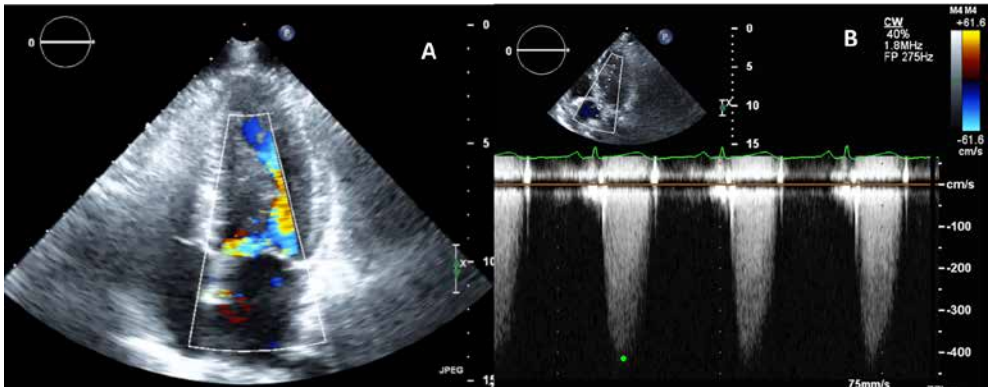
Obstrucción severa en tracto de salida de ventrículo izquierdo (TSVI). A: con doppler color se observa importante aceleración y turbulencia del flujo en TSVI. B: doppler continuo que permite cuantificar un gradiente sistólico subvalvular de hasta 70 mmHg.
